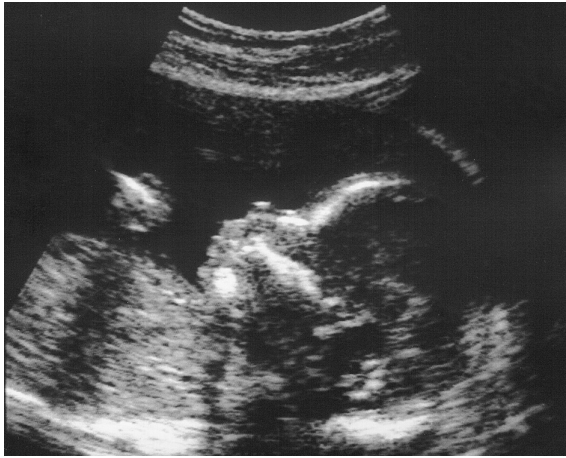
Imagen de ecografía de un feto en el útero de la madre.
